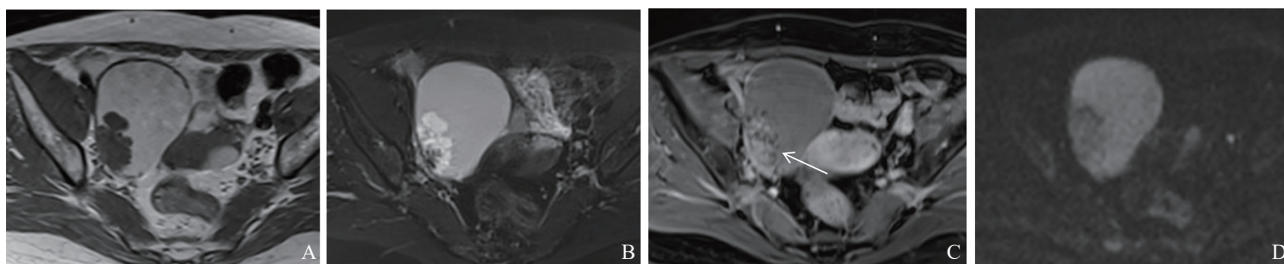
典型病例6 (患者, 女性, 56岁, 来源于内膜样囊肿的右侧SMBOT) MRI图像
